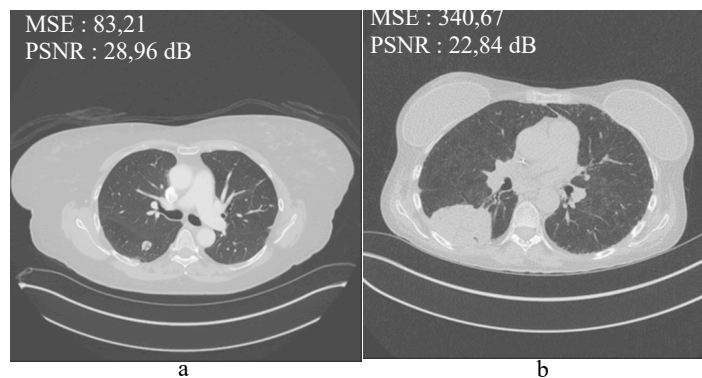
Citra *CT-Scan* yang belum diolah dengan filter (a) Citra dengan kualitas baik, (b) citra dengan kualitas yang kurang baik
